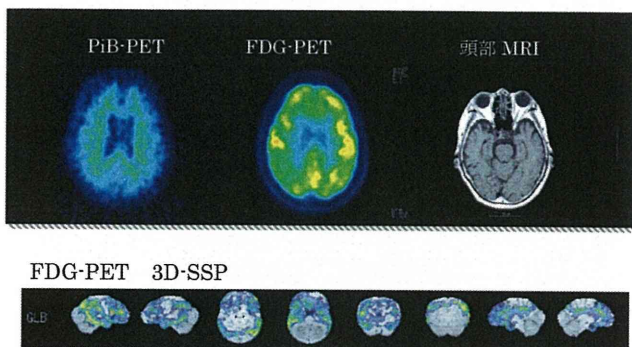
PiBは皮質に集積を認めず陰性所見、FDG-PETではSilverman分類ではP1 AD型。
